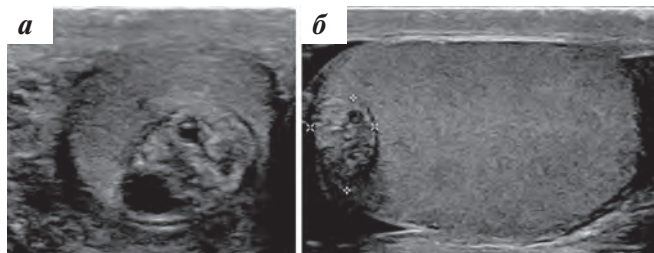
УЗИ правого яичка: а, б — поперечное и продольное сканирование. В нижнем полюсе определяется солидно-кистозное образование (границы отмечены курсором)
